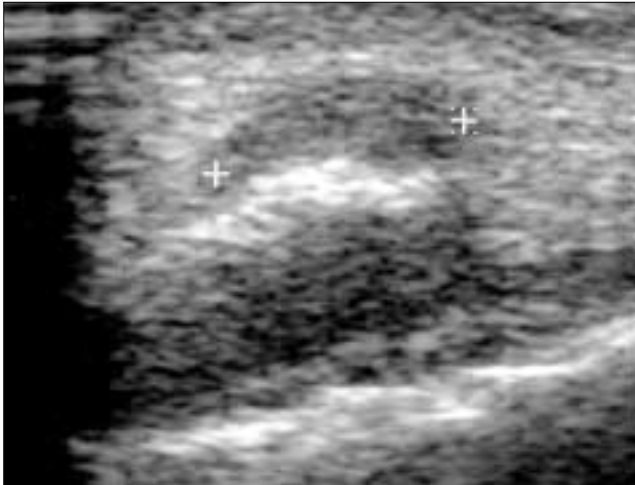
Ecografía del área esternal: hipodensidad del cartilago esternocostal. Masa de partes blandas adyacentes compatibles con osteocondritis y absceso de partes blandas.
